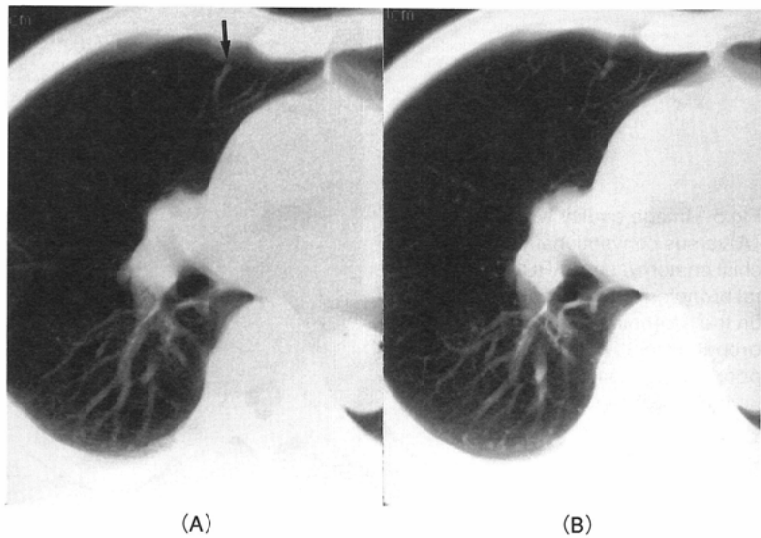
Screening (A) and conventional CT scans (B) in a 61-year-old man with colon cancer. A 5 mm nodule can be seen in the left apex on the screening CT without artifacts (arrow).
